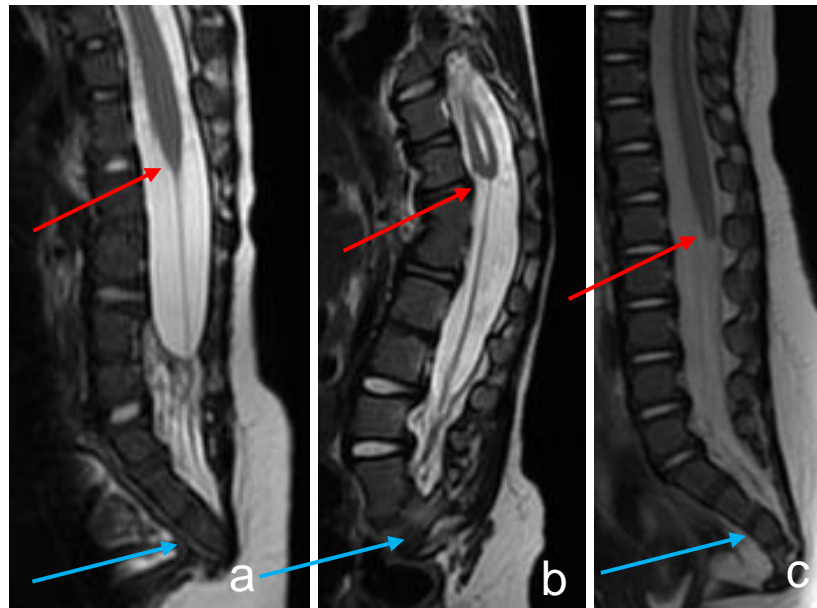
IRM médullaires en coupes sagittales en pondération T2 montrant 3 exemples de syndrome de régression caudale de type I, avec aspect trop haut situé (a) ou tronqué (b et c) du cône terminal (flèches rouges) et agénésie partielle du sacrum (flèches bleues).
